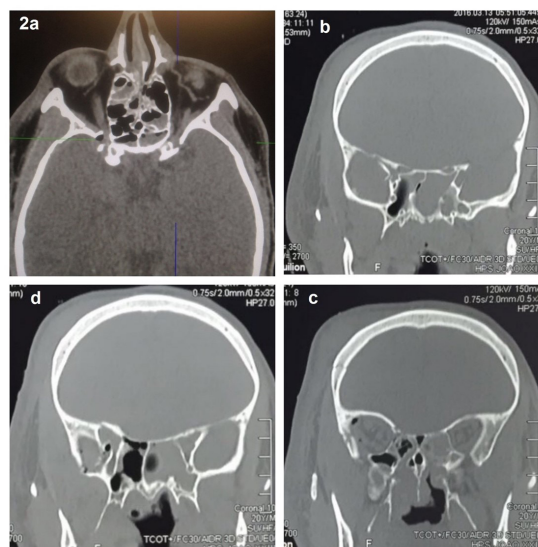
a – Tomografia computadorizada (corte axial em janela para tecidos moles) demonstrando pequeno deslocamento ósseo no sentido medial da porção lateral/posterior de órbita direita, associada à presença de ar; b, c, d – Cortes coronais demonstrando fraturas associadas, sem deslocamentos significativos.
